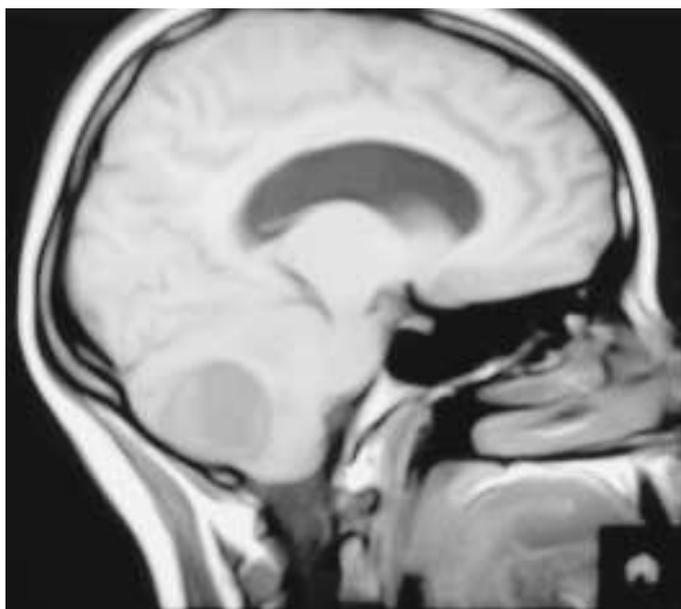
Imagen de resonancia magnética de cráneo: se observa tumoración en cerebelo que refuerza en la periferia con material de contraste.
